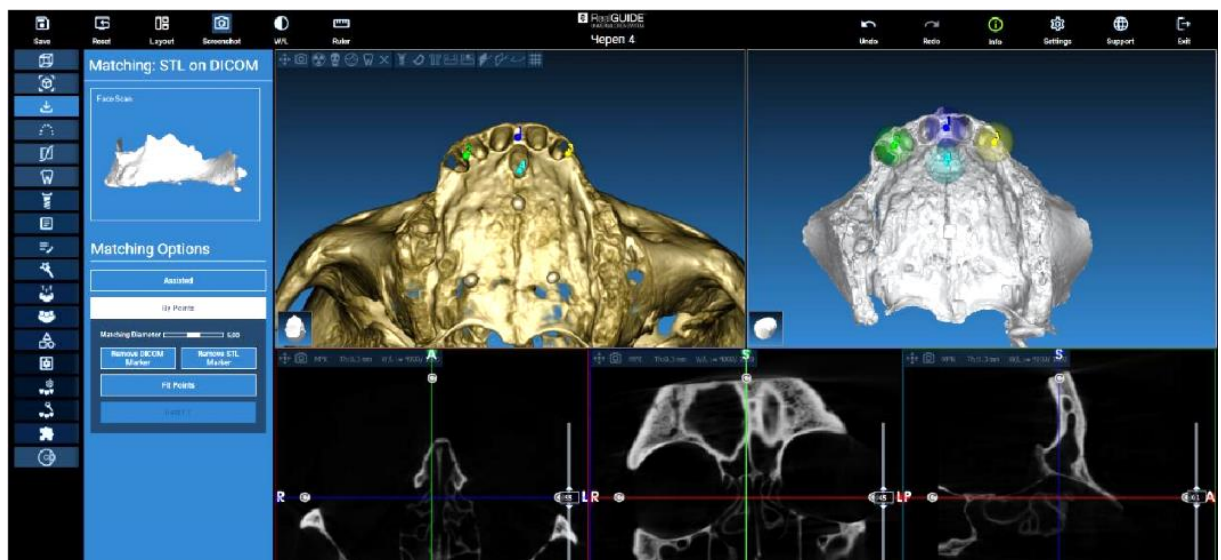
Процесс совмещения DICOM -файла конусно-лучевой компьютерной томографии макета сухого черепа человека с STL-файлом альвеолярного отростка верхней челюсти по композитным точкам для обеспечения прецизионности шаблона на челюсти
